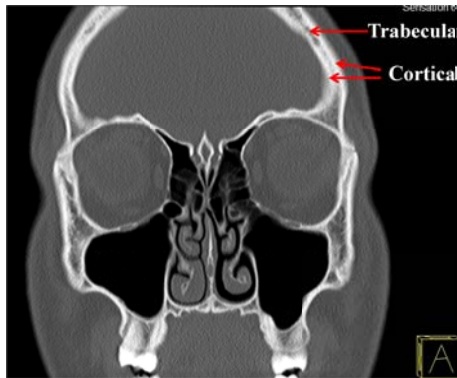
Tomografía computarizada de los huesos craneofaciales. Las flechas rojas indican que estos huesos están compuestos por capas externas densas de hueso cortical y una estructura interna porosa como el hueso trabecular.
